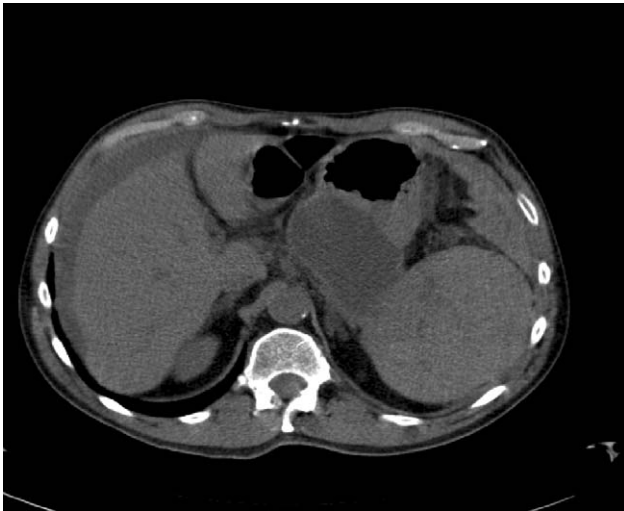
Tomografía computarizada abdominal sin contraste en la que se muestran imágenes hipodensas indicativas de rotura esplénica contenida y compresión del pseudoquiste pancreático.
